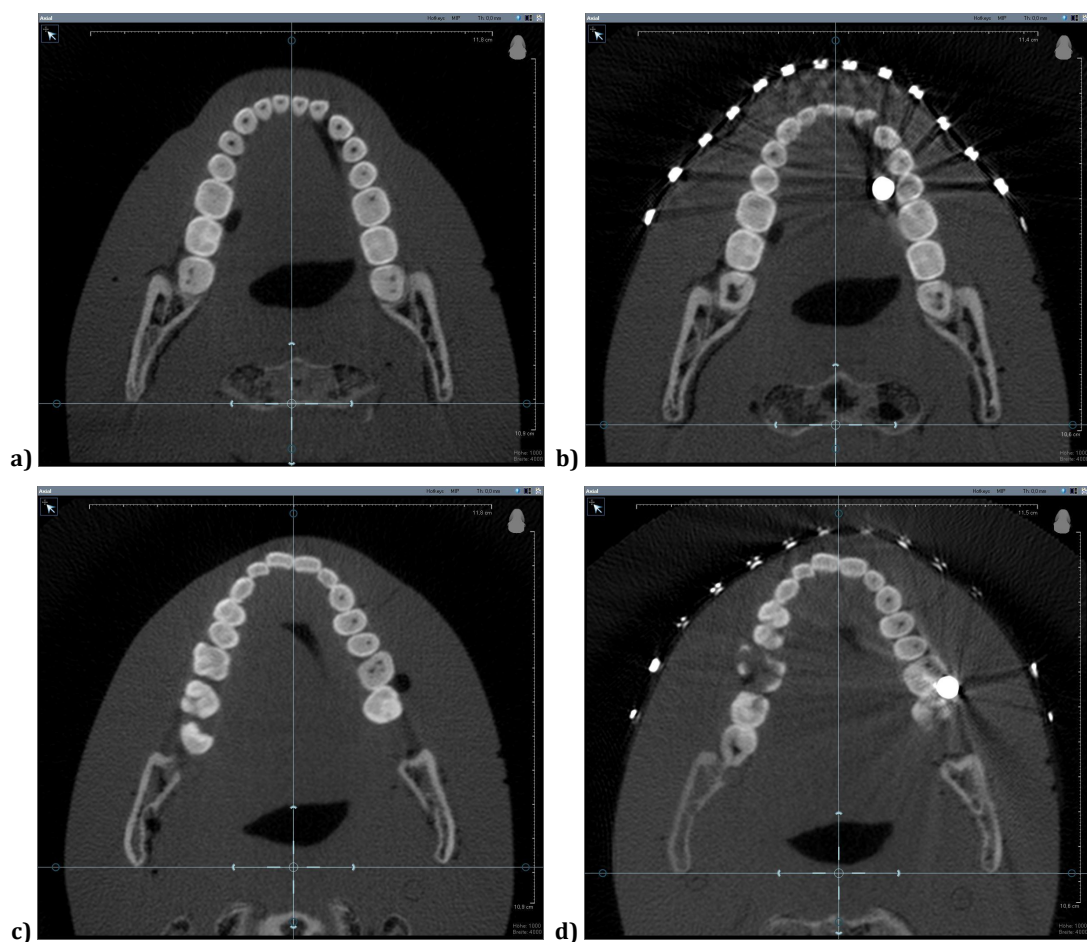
Aufnahmen zum Einfluss der einzelnen Röntgenphantome
